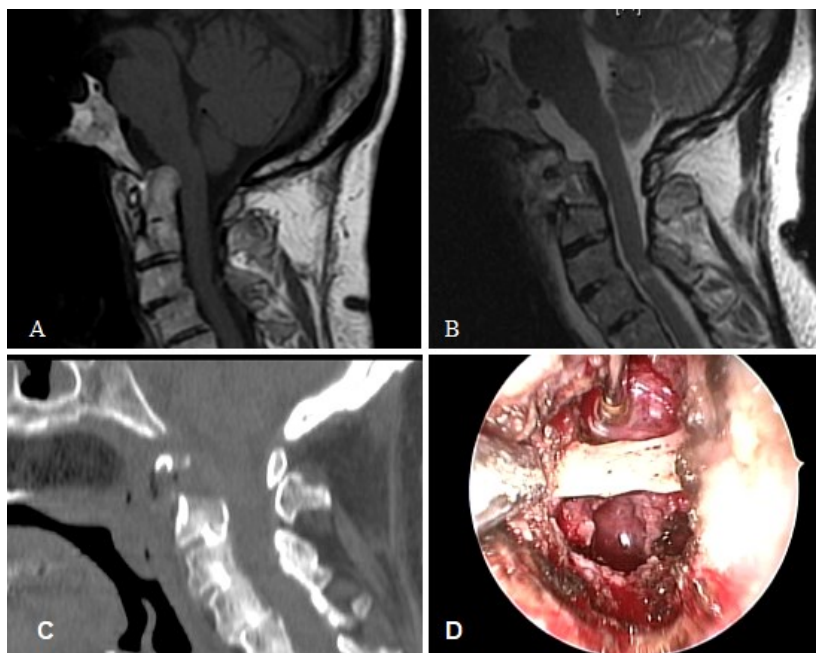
Panno reumatoide retro-odontoideo con risalita del dente dell'epistrofeo. A) RM in T2 pre-operatoria sagittale, che evidenzia la compressione midollare del panno reumatoide e la dislocazione del dente. B) RM post-operatoria che mostra la decompressione midollare dopo la rimozione del dente e del panno reumatoide. C) La TC post-operatoria evidenzia l'integrità dell'arco anteriore di C1, fondamentale per preservare la stabilità vertebrale. D) Visione endoscopica dopo resezione del dente con risparmio dell'arco anteriore di C1, con acqua che scorre liberamente dall'alto in basso.
